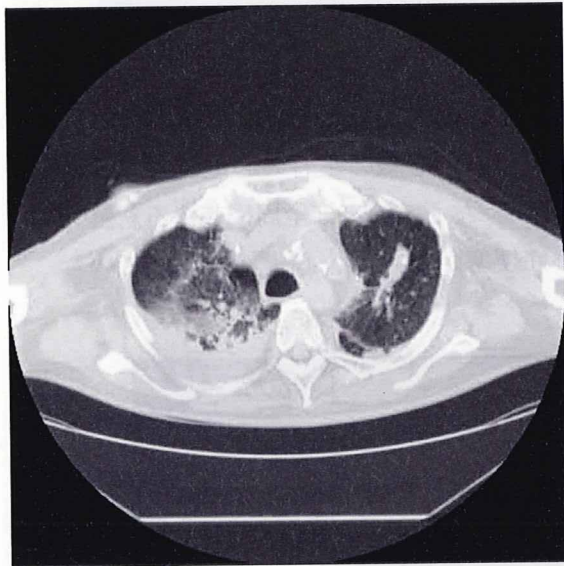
1 遺体 CT の肺野条件。左肺上葉に不整形のコンソリデーションあるいは腫瘍陰影があり、内部はやや不均一。右には胸腔内の液体貯留と肺野に網状、すりガラス陰影が認められる。
